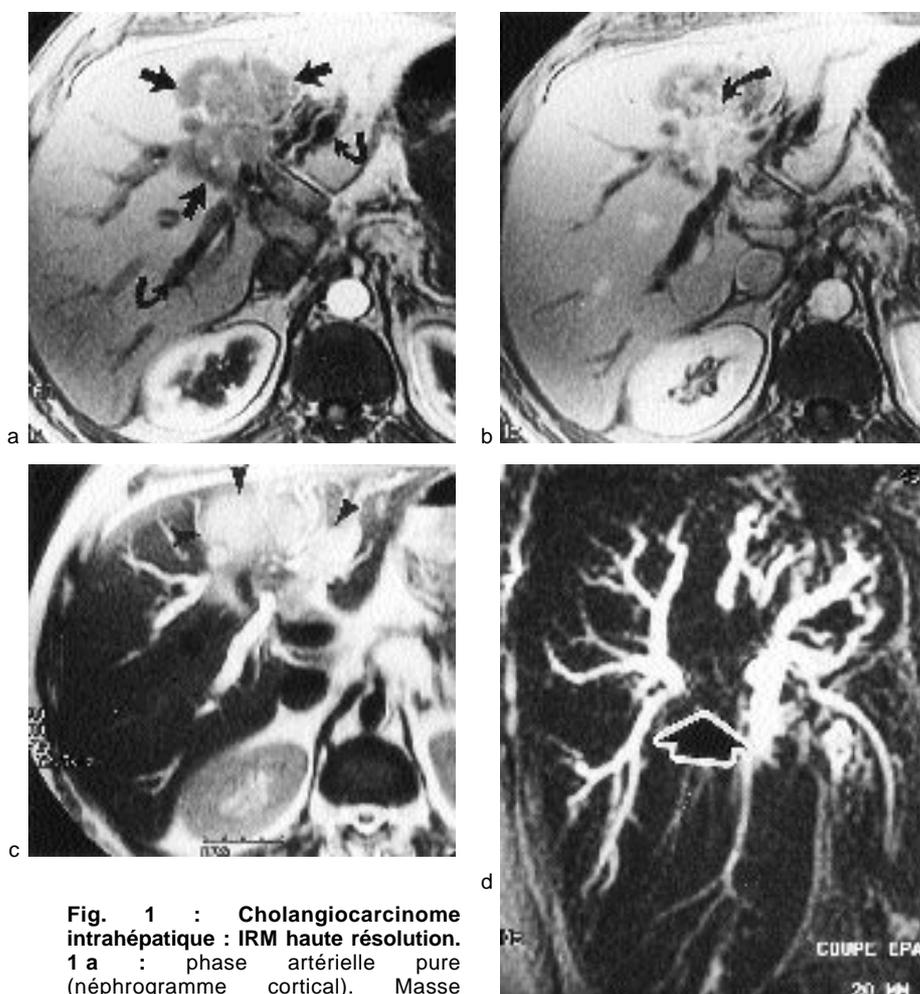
Cholangiocarcinome intrahépatique : IRM haute résolution.
